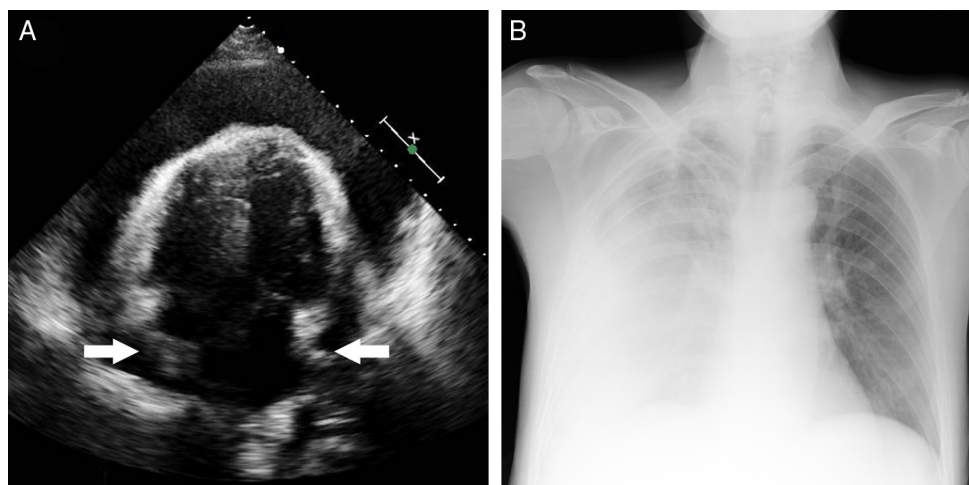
A: ecocardiograma con derrame pericárdico general grave que comprime ambas aurículas (flechas). B: radiografía de tórax con derrame pleural derecho masivo.
